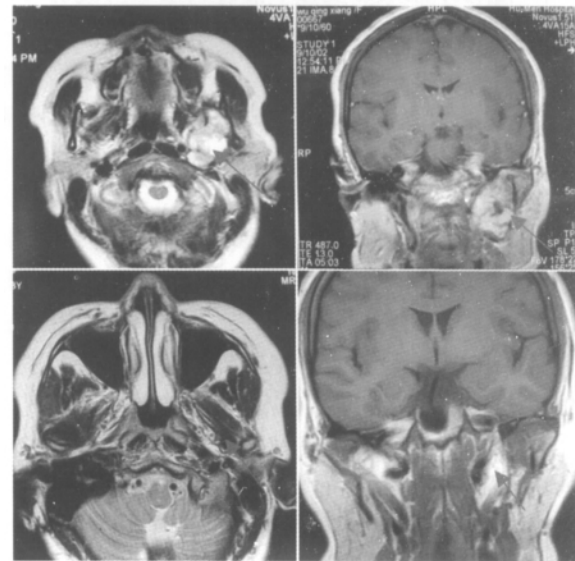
颞下窝及翼腭窝神经鞘瘤(病例 2)术前(上左及上右)术后(下左及下右)MRI
